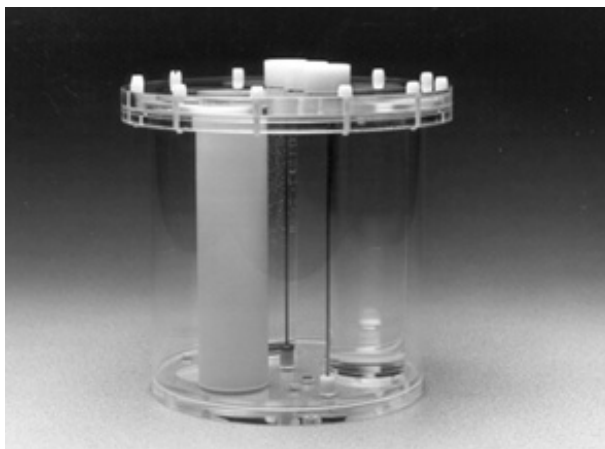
NEMA PET Phantom™ (NU2-1994) was cylindrical phantom with air, teflon and source cylinder.
